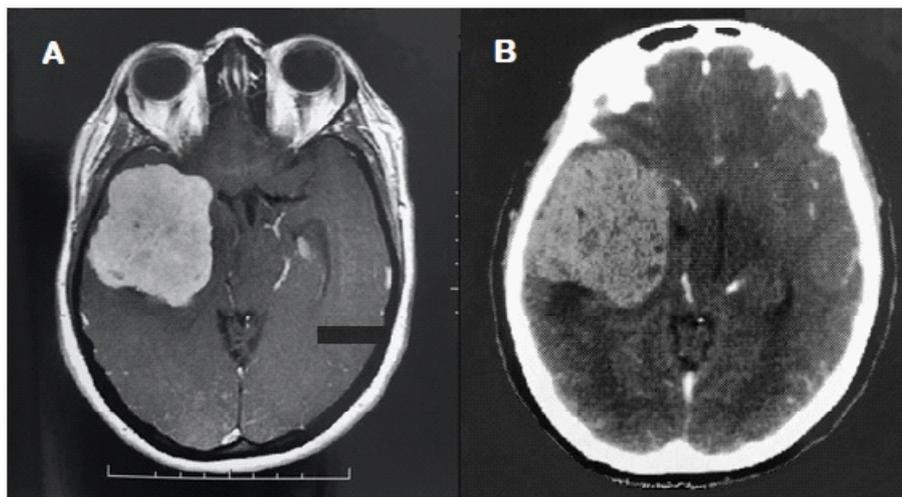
(A e B). Imagens de ressonância magnética crânio-encefálica em corte axial anterior à cirurgia.
